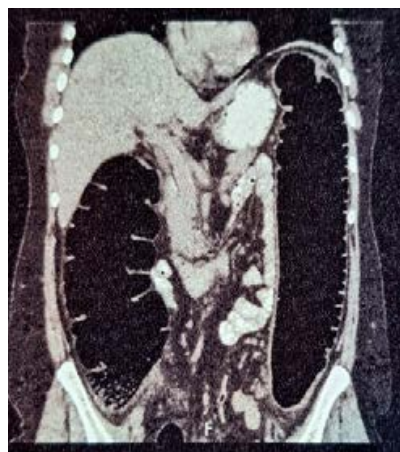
Нативная КТ органов брюшной полости
